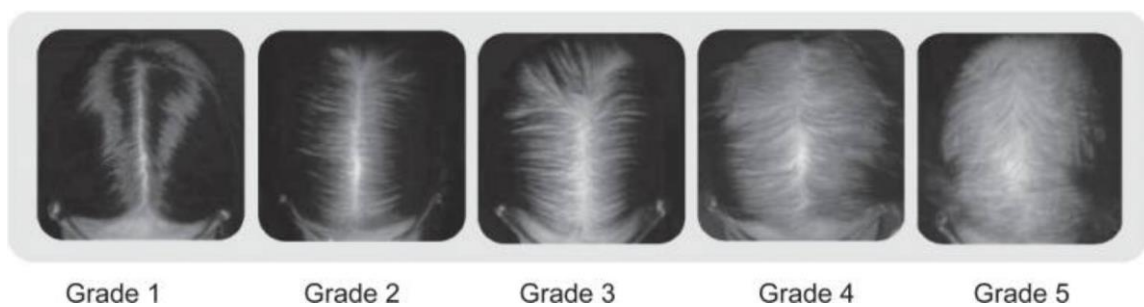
Figur lånt fra: Wirya CT, Wu W, Wu K. Classification of Male-pattern Hair Loss. Int J Trichology. 2017
